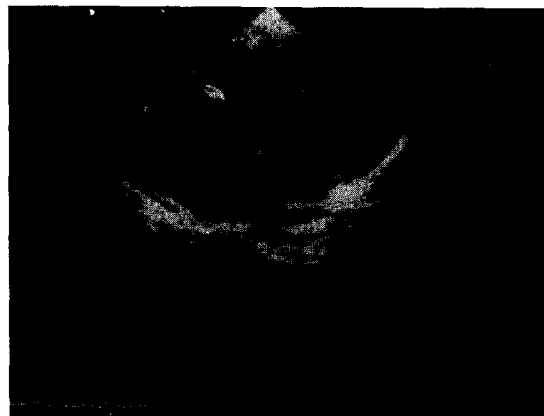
Preop. 2-DE, apical four chamber view shows no ASD.
